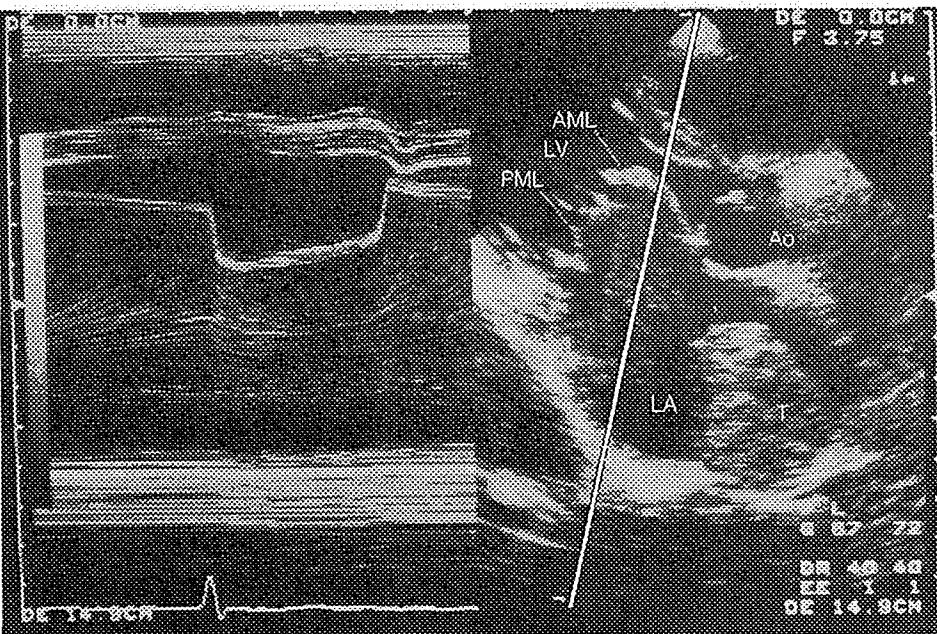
僧帽弁狭窄症の心エコー図（左室長軸像と M モード像）
